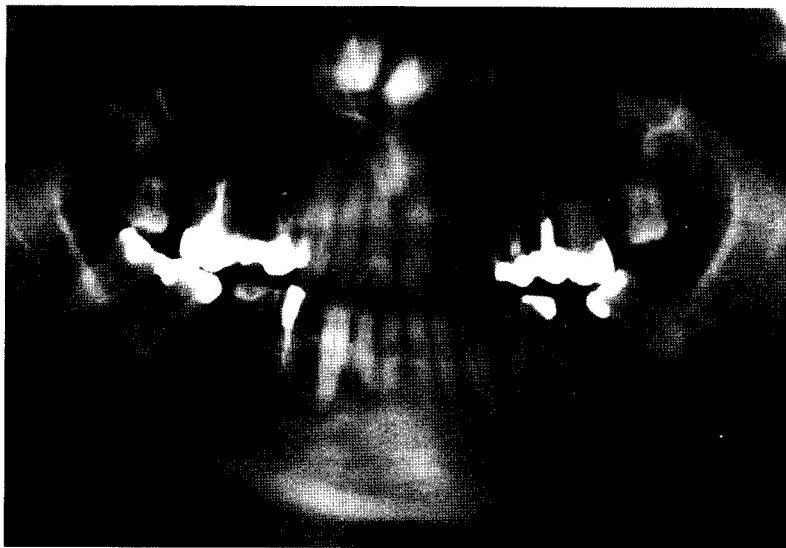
Radiografia panorâmica inicial do caso nº 1, evidenciando lesão radiolúcida de contorno irregular, em corpo mandibular direito, envolvendo raízes de pré-molares e canino
